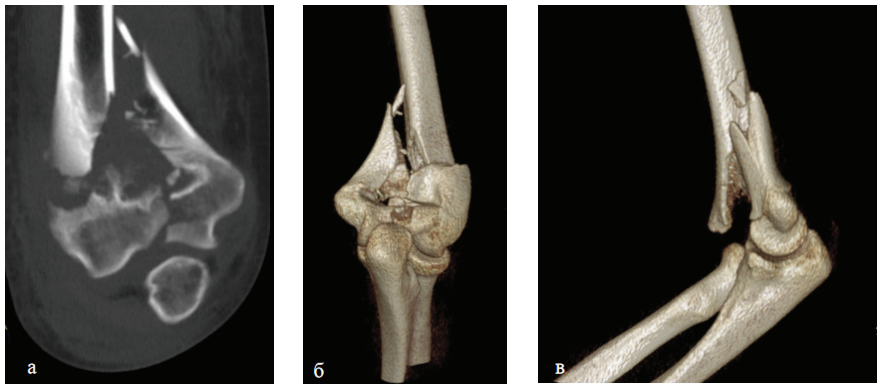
Подросток 15 лет, упал, катаясь на катке. На компьютерной томограмме правого локтевого сустава в прямой плоскости (а) и при 3D-реконструкции (б, в) визуализируется внутрисуставной многооскольчатый чрезмыщелковый Т-образный перелом плечевой кости со смещением отломков, гемартроз, отек окружающих мягких тканей
